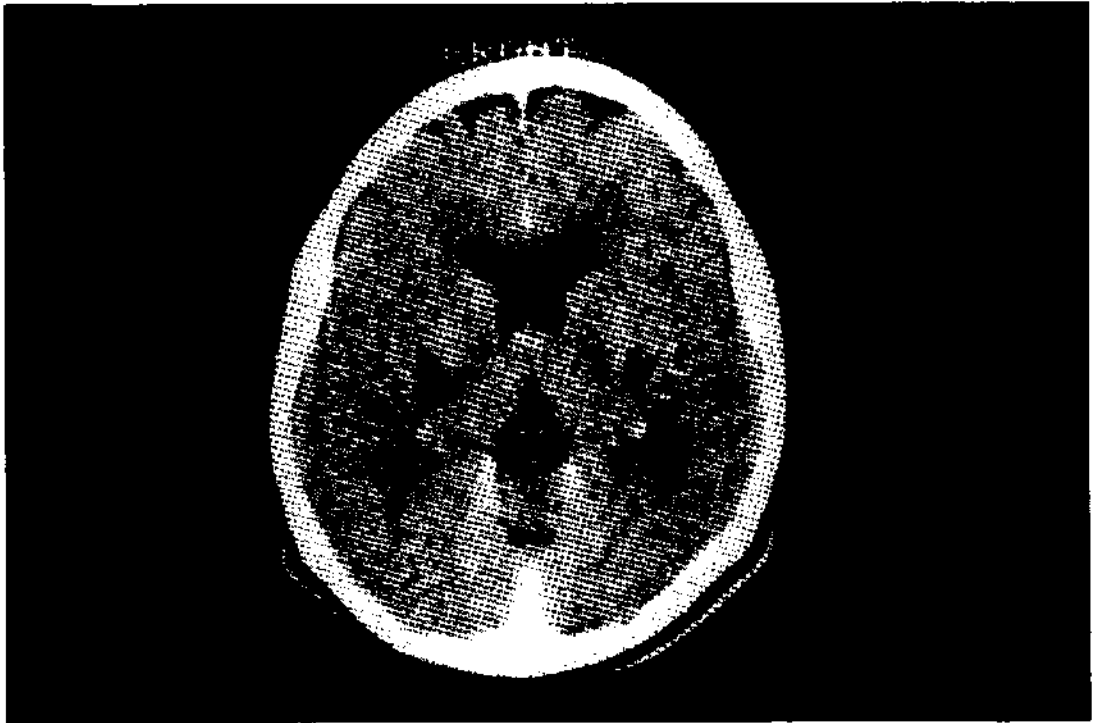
Tomografía axial computadorizada a los 10 años de edad, mostrando lesiones hipodensas en los ganglios basales.
